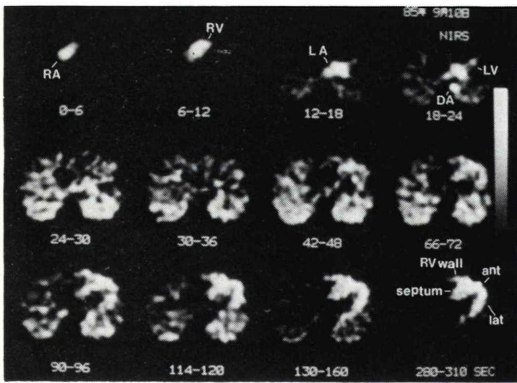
Serial positron CT images at the midventricular level in a 35-year-old patient with hypertrophic cardiomyopathy. The narrow cavity of the left ventricle is observed on the third to the fourth images. The myocardial images demonstrate asymmetric septal hypertrophy. RA and LA=right and left atrial; RV and LV =right and left ventricles; DA=descending aorta; ant=anterior; lat=lateral wall of the left ventricle; septum=interventricular septum
